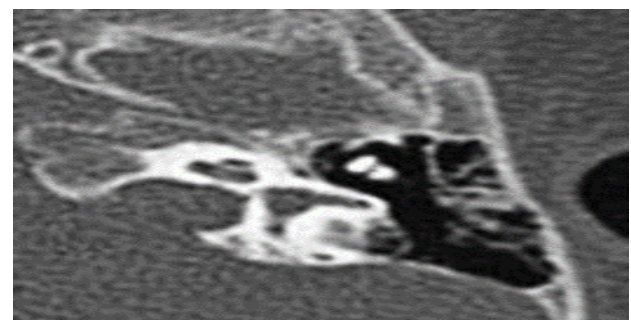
Internal acoustic dilatation in the temporal HRCT
